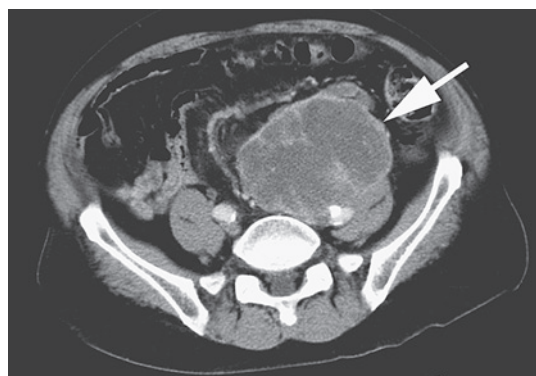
入院時CT 左尿管周囲に8cm～9cm大の内部が不均一な低吸収性の腫瘍
